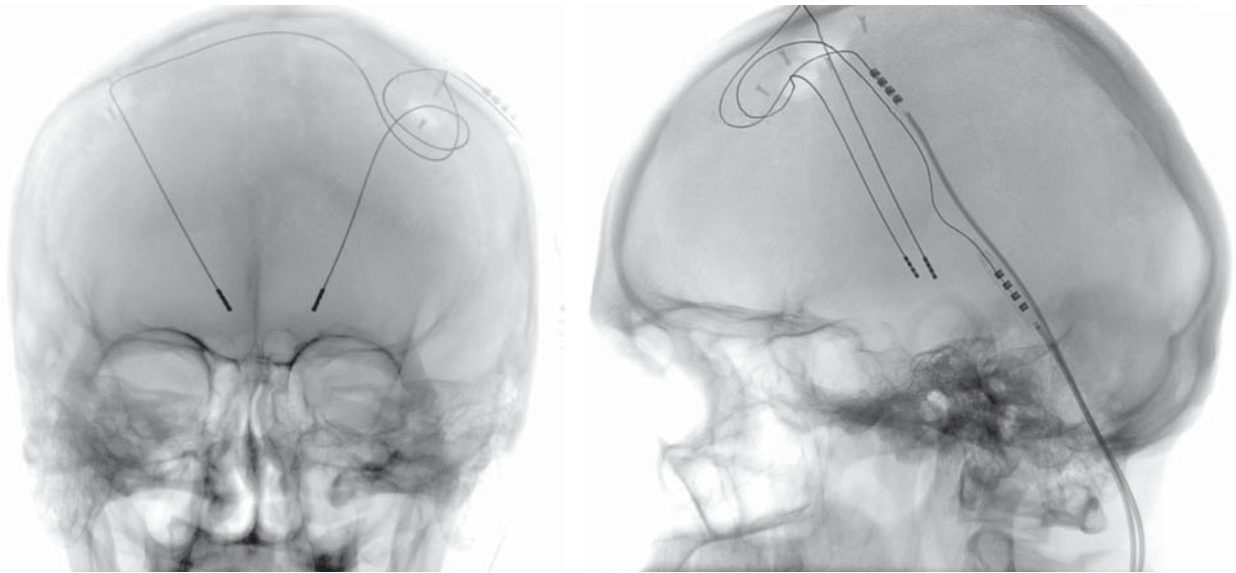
Рентгенографія черепа хворого Б. після операції. Симетричне розміщення внутрішньомозкових електродів у субталамічних ядрах обох півкуль
